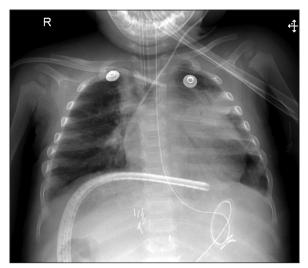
Radiografía de tórax presencia de infiltrados alveolares bilaterales con predominio del campo pulmonar izquierdo, e infiltrados parahiliares y apicales derechos, con atrapamiento aéreo (11.10.16).
